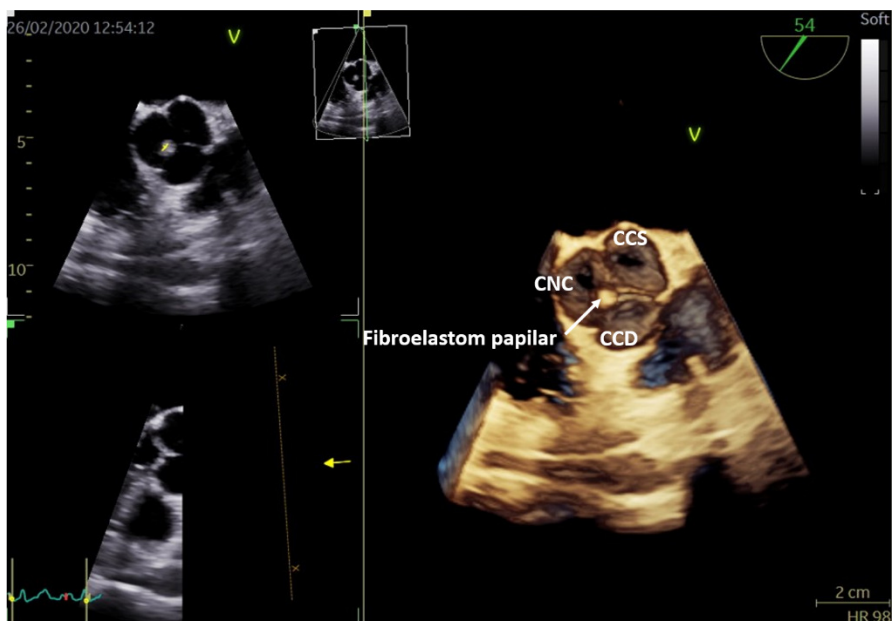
Ecocardiografie transesofagiană tridimensională (3D zoom). Se poate observa valva aortică cu cele 3 cuspe, cu o formațiune nodulară de mici dimensiuni atașată marginii libere a cuspei non-coronare, aspect sugestiv pentru fibroelastom papilar. CCD- cuspa coronară dreaptă, CCS- cuspa coronară stângă, CNC- cuspa non-coronară.
